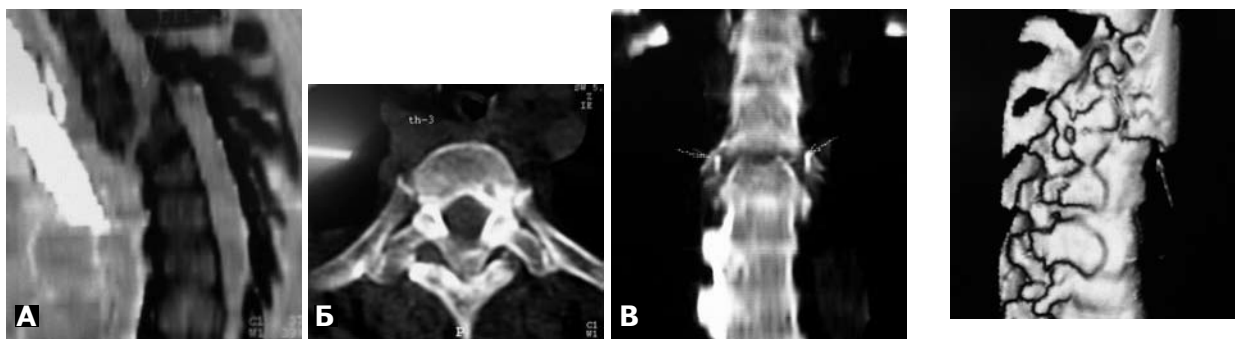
Спіральні комп'ютерні томограми. А — латеральна проекція; Б — аксіальна проекція; В — фронтальна реконструкція.
